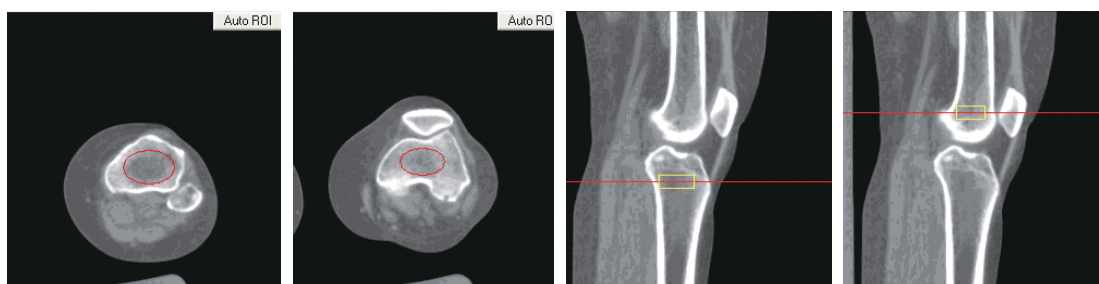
膝关节QCT测量。膝关节前交叉韧带伤患者，在膝关节常规CT扫描的基础上行手术相关部位的QCT骨密度测量有助于手术前评估
